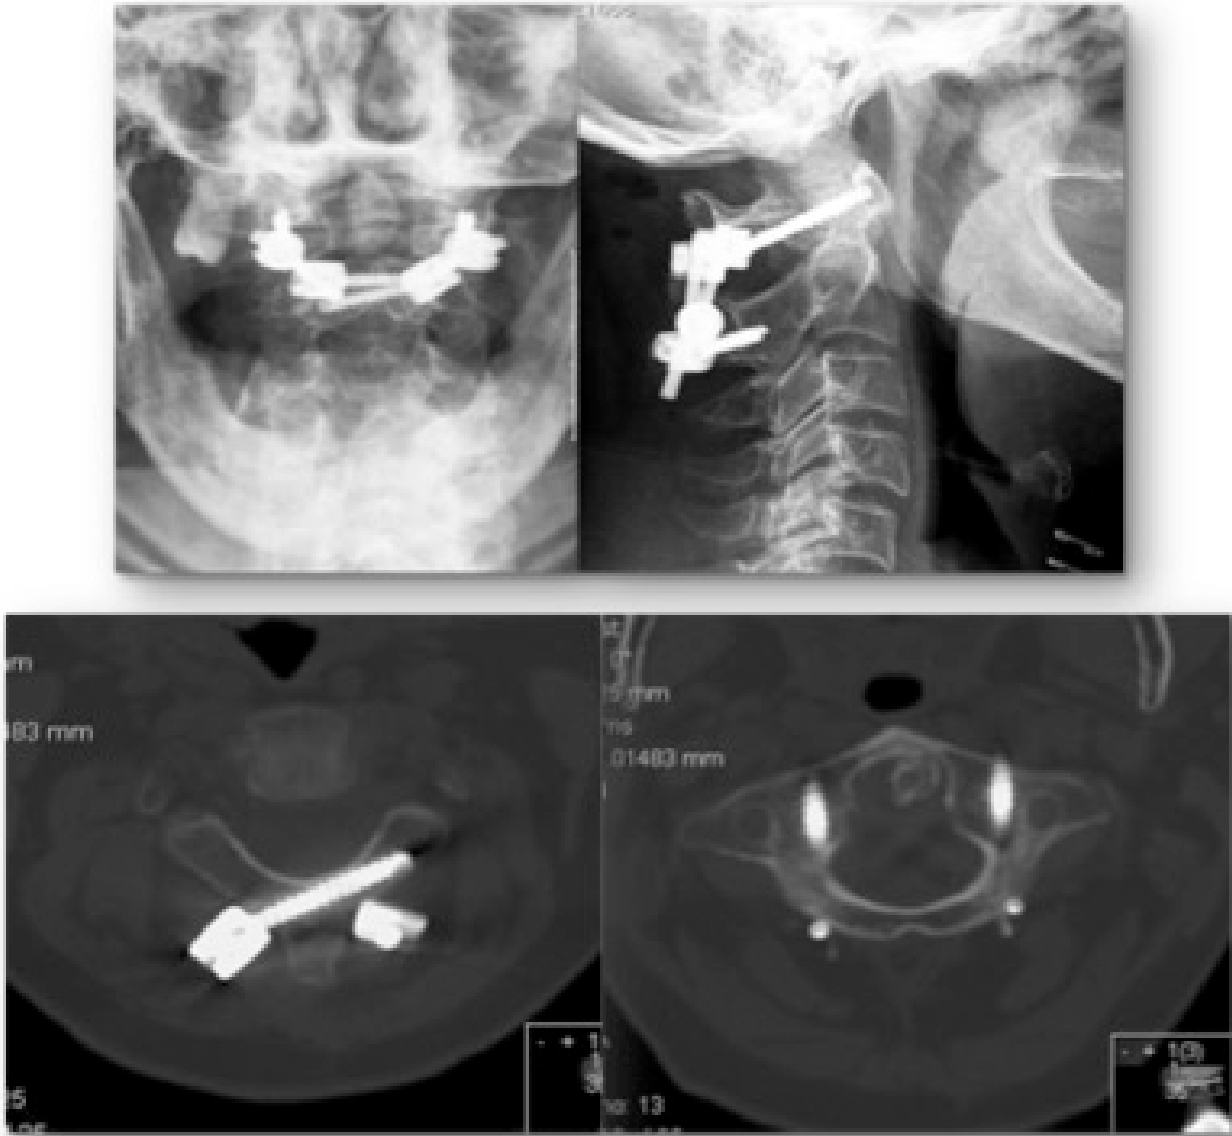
Radiografia e TAC após artrodese Atlantoaxial com parafusos translaminares em C2
